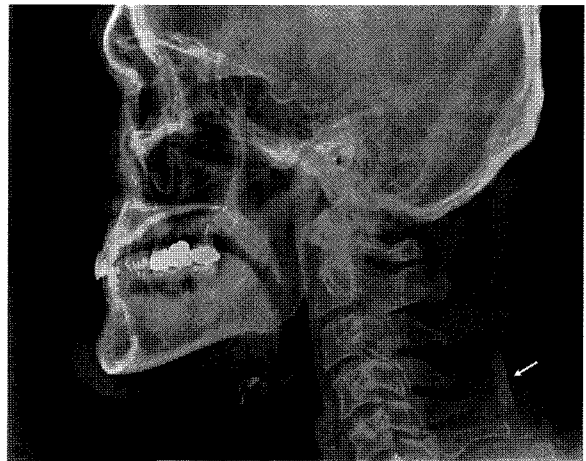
Lateral cephalometric radiograph of a 42-year-old male patient. Rod-like radiopaque mass (arrow) lies behind the bodies of C5 and C6.
